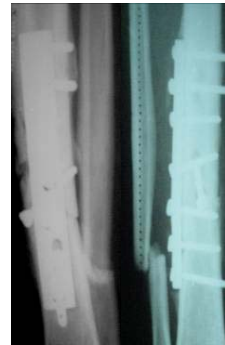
Контрольна рентгенограма від 06.05.08 р.
